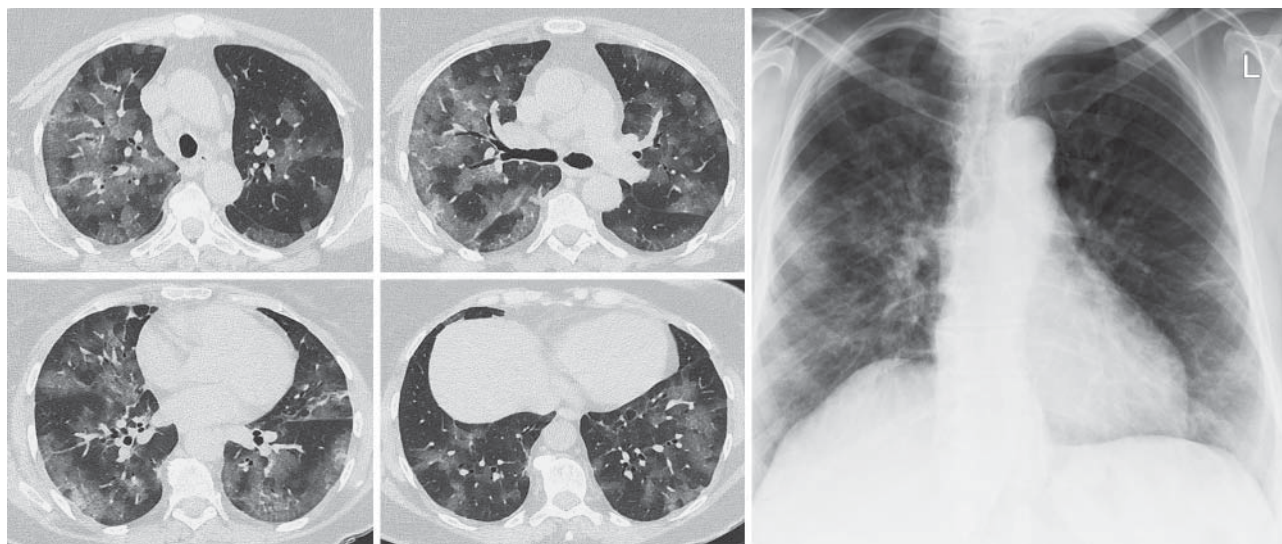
КТ в аксиальной проекции и рентгенография ОГК в прямой проекции от 24.03.2020. Пациентка 69 лет, COVID-19. С двух сторон во всех отделах легких – сливные участки “матового стекла” по ходу бронховаскулярных структур и субплеврально со слабовыраженным внутридольковым интерстицием, более справа. На рентгенограмме – субплевральные неоднородные затенения в средних и нижних отделах легких со сгущением легочного рисунка.
